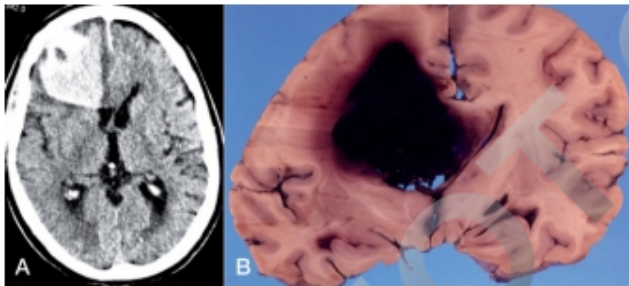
Figura e16.46 Hematoma lobar frontal extendido hacia el cuerpo caloso en la TC (A) y en la pieza anatómica (B).
